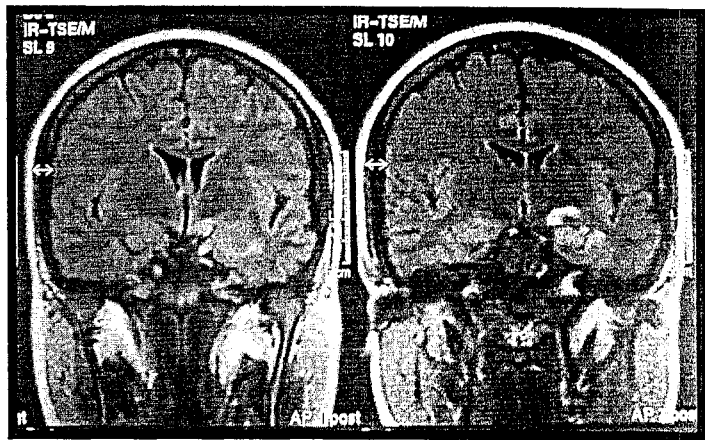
IRM en cortes coronales ponderada en Flair en el que se observa una imagen con aumento en la intensidad en el hipocampo izquierdo, refuerza con el medio de contraste. El reporte histopatológico reveló un gangliocitoma.
